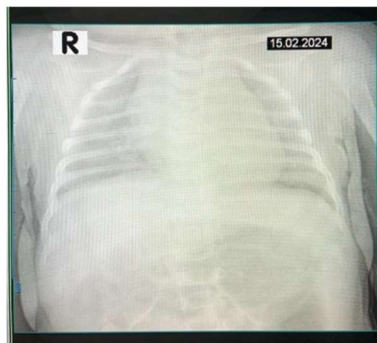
Gambar Radiograf yang diulang karena pergerakan pasien
